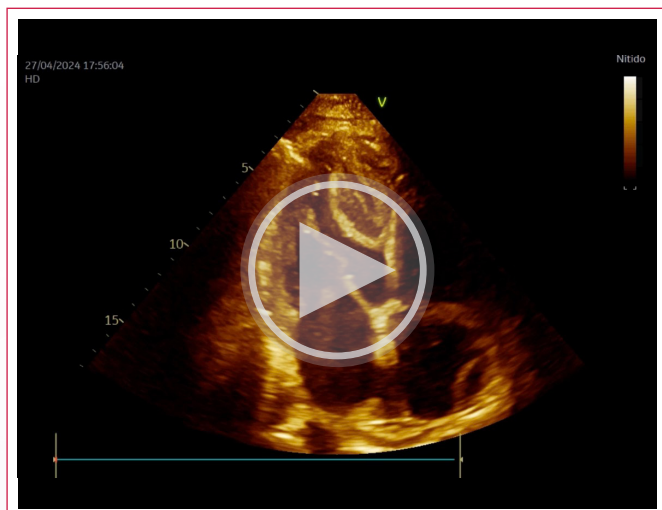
Ecocardiograma transtorácico. Plano apical de cuatro cámaras. Se observa una masa cardíaca de gran tamaño y de doble contorno en la región septo apical de gran tamaño.
